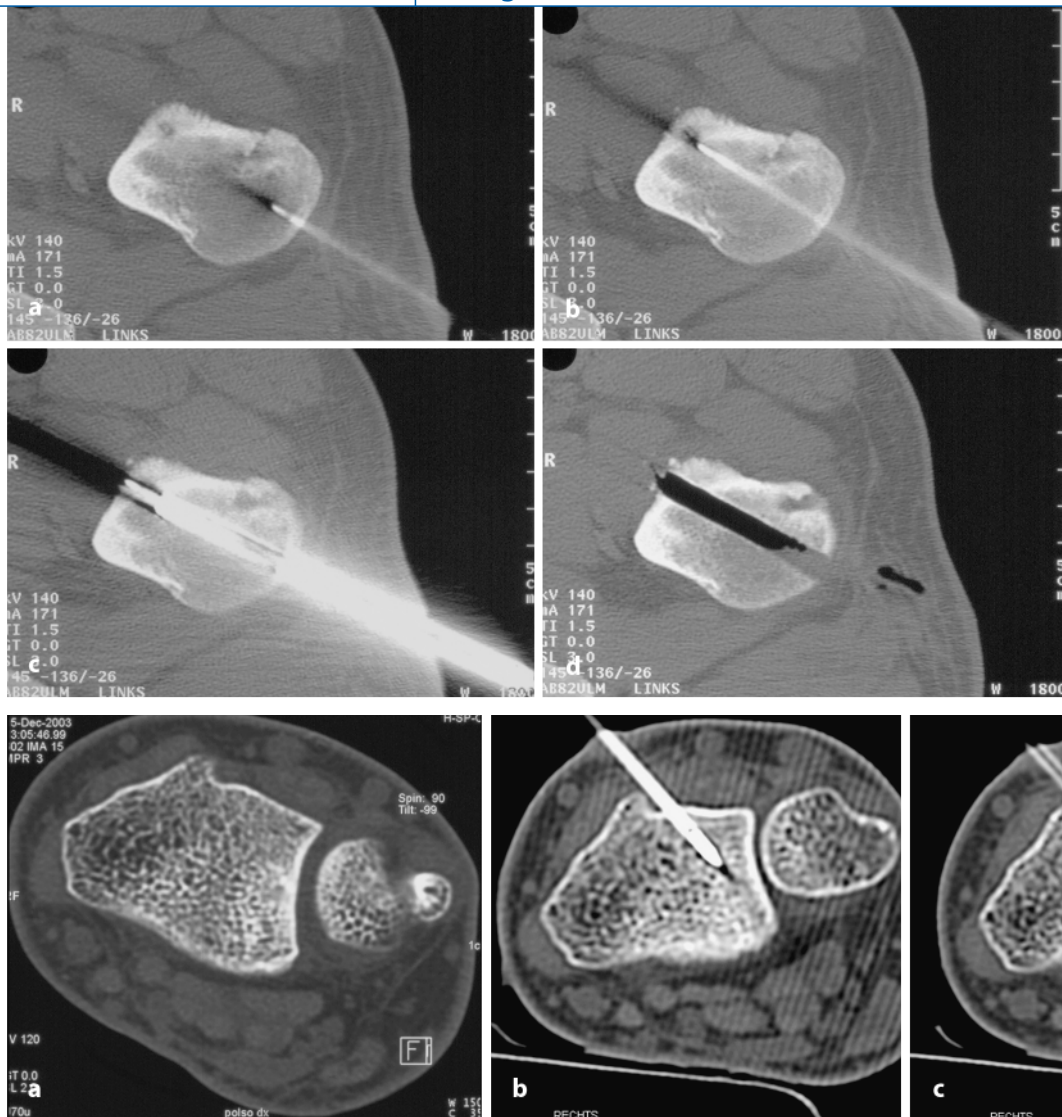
◀ Darstellung des Nidus im CT: a Im Trochanter minor lokalisiert. b Der als Führung dienende Gewinde-Kirschner-Draht trifft den Nidus. c Überbohrung des Gewinde-Kirschner-Drahtes, sodass der Nidus vollständig entfernt bzw. maximal eröffnet wird. d Die intraoperative Bildgebung zeigt die erfolgreiche Eröffnung des Osteoidosteoms bzw. die Entfernung des Nidus
